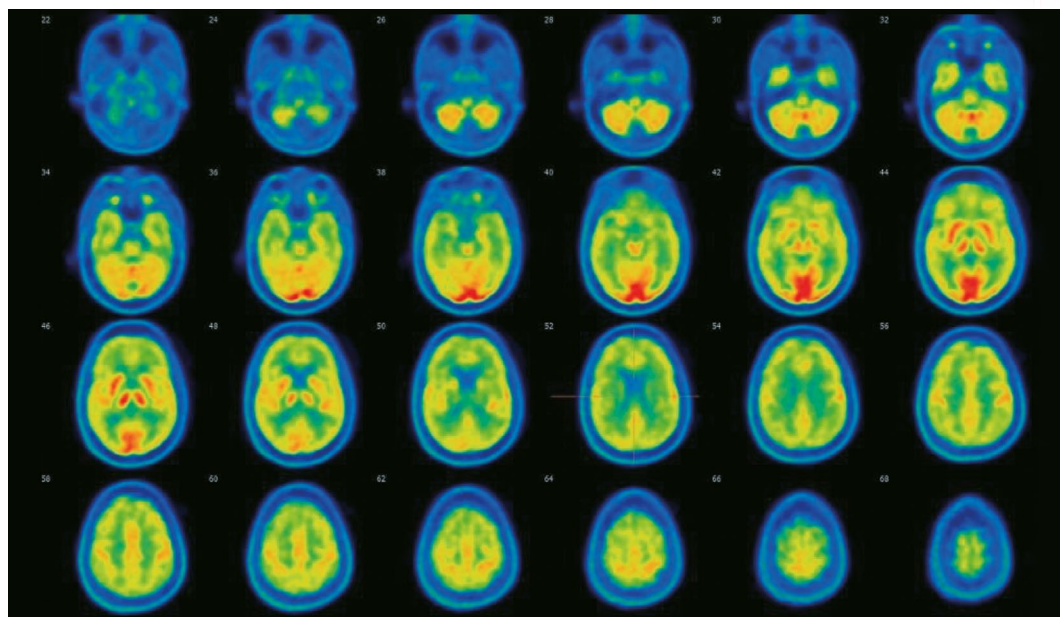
PET-TC craneal: hipometabolismo cortical generalizado, más pronunciado en los lóbulos frontales. Hipermetabolismo en regiones temporales mesiales, más pronunciada en el izquierdo. Estos hallazgos son compatibles con la existencia de encefalitis límbica.
